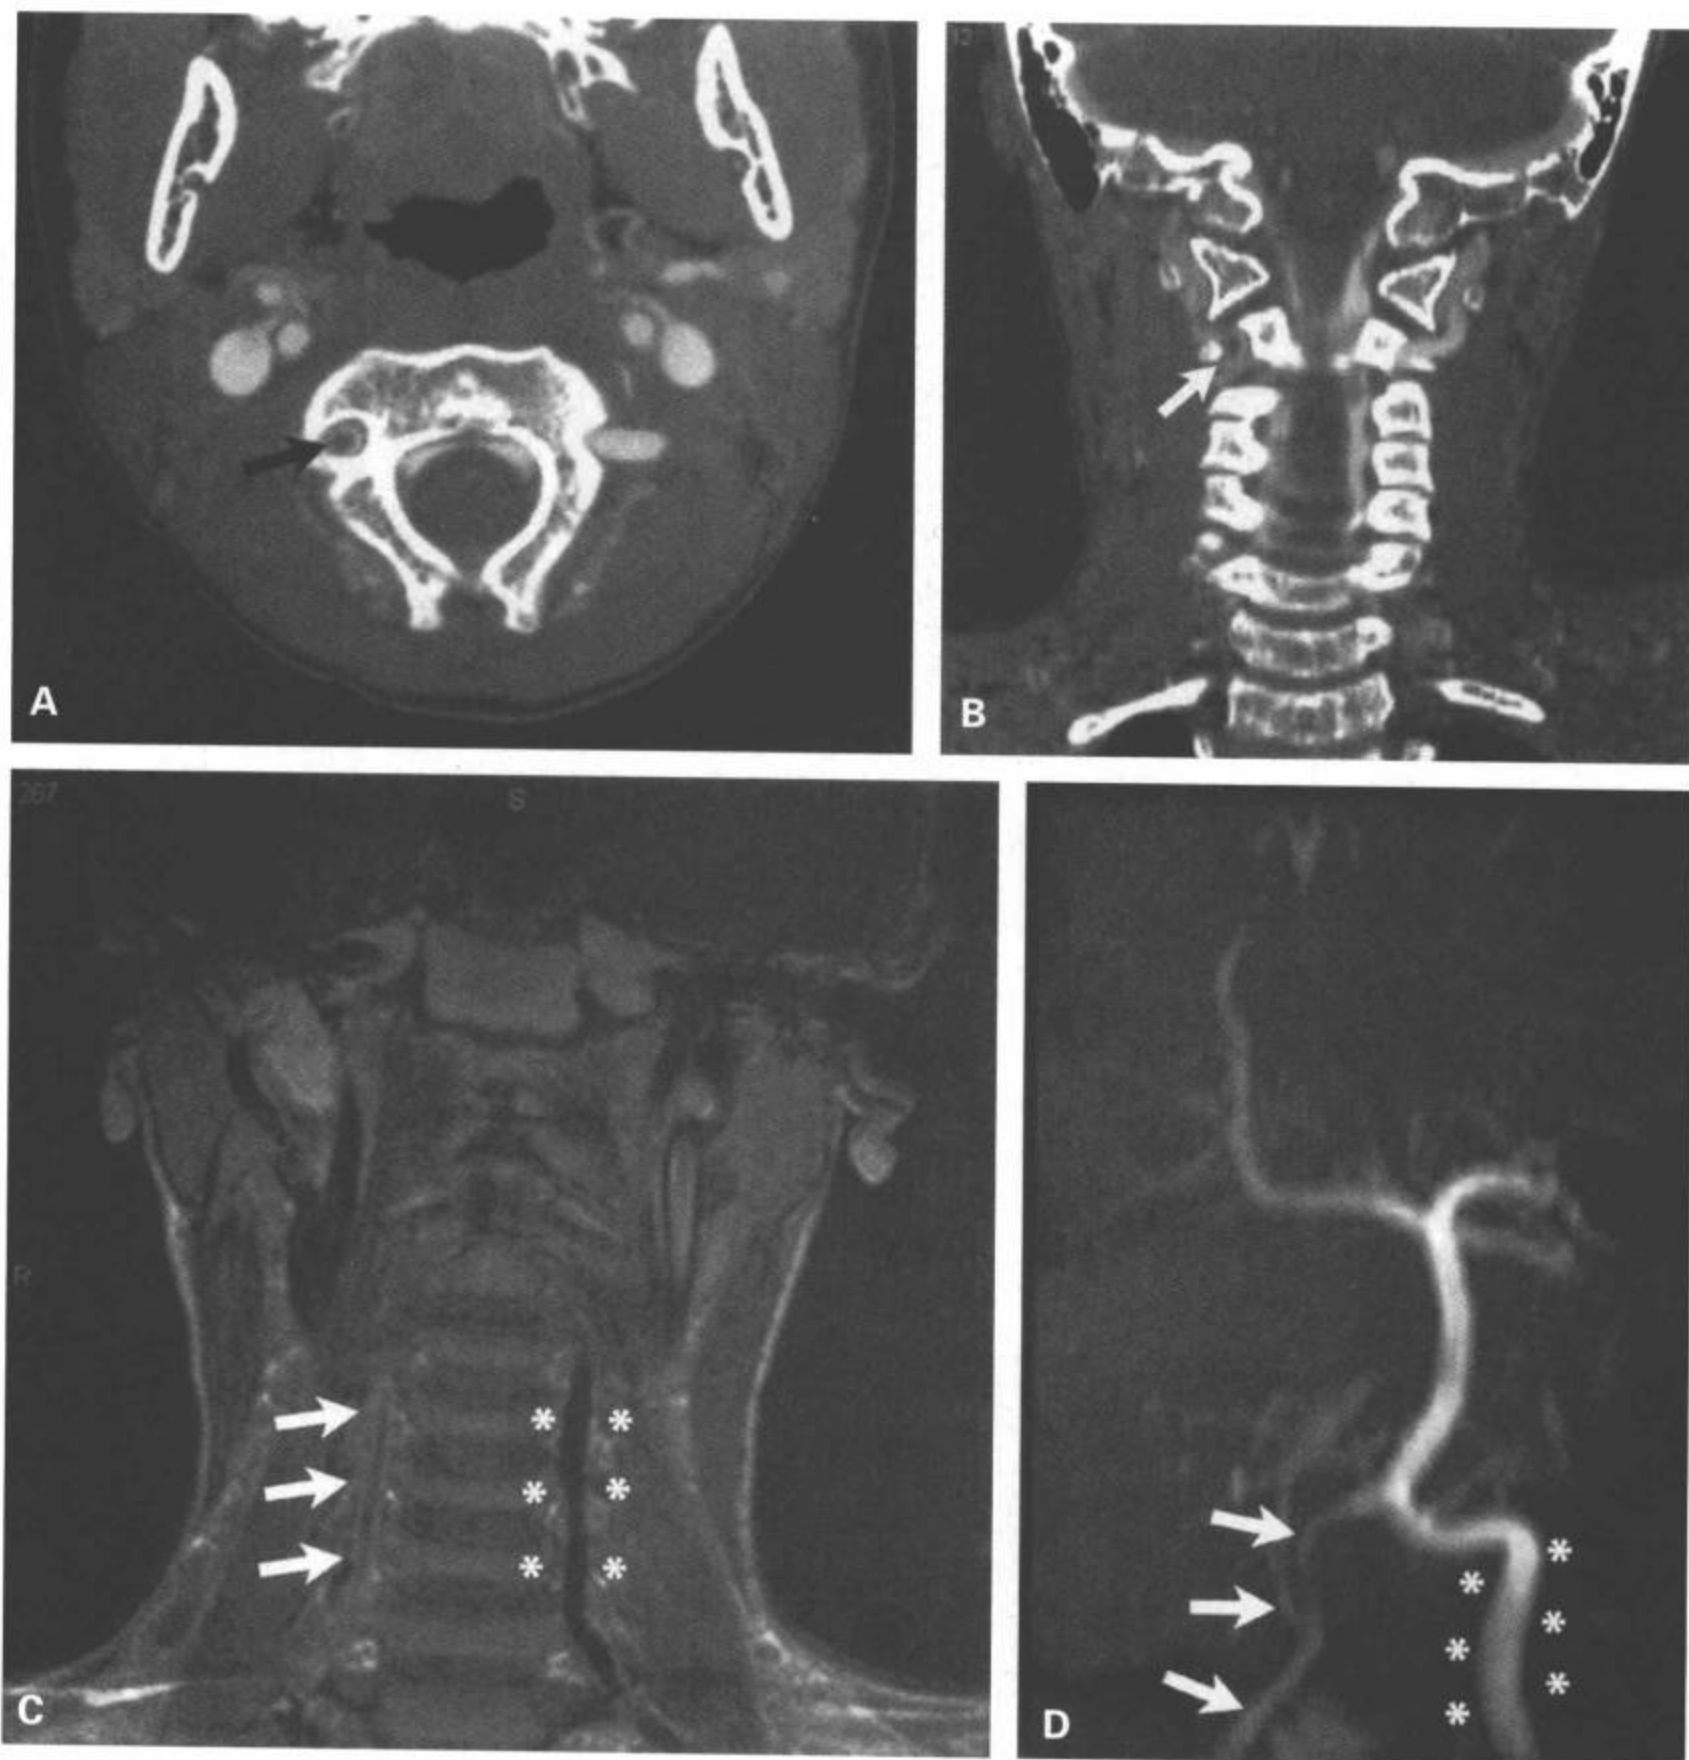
右侧椎动脉夹层。8岁儿童颈部创伤后的状态，目前共济失调突然发作，出现右侧小脑中风。CT血管造影横断面(A)和CT血管造影的冠状面重组图像(B)显示，右侧横突孔内的椎动脉内有充盈缺损(箭)。冠状面T1加权脂肪抑制MRI(C)上确认左侧椎动脉内有可见的流空(星)，并可见右侧椎动脉的流空明显降低(箭)。后循环的3D TOF MRA(D)显示右侧椎动脉完全变细(箭)。颈部钆增强MRA(E)肯定右侧椎动脉(箭)显影不佳。同一例病人直接插管血管造影(F)进一步显示右侧椎动脉与左侧椎动脉(星)相比，没有适度的充盈(箭)。(续)
